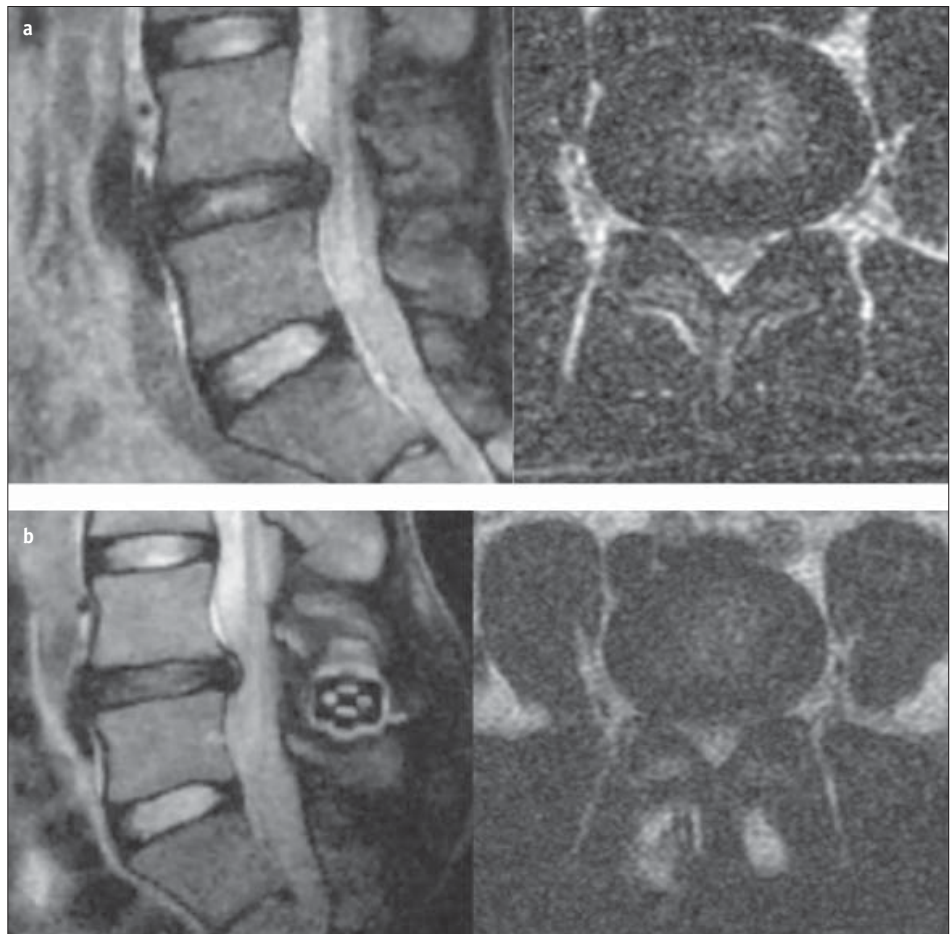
(a) Poprzeczny skan MRI. Stan po zaimplantowaniu distraktora międzykolumnowego. (b) Poprzeczny skan MRI wykonany 18 miesięcy po wszczępieniu implantu międzykolumnowego. W obu łukach widoczna kręgoszczelina
